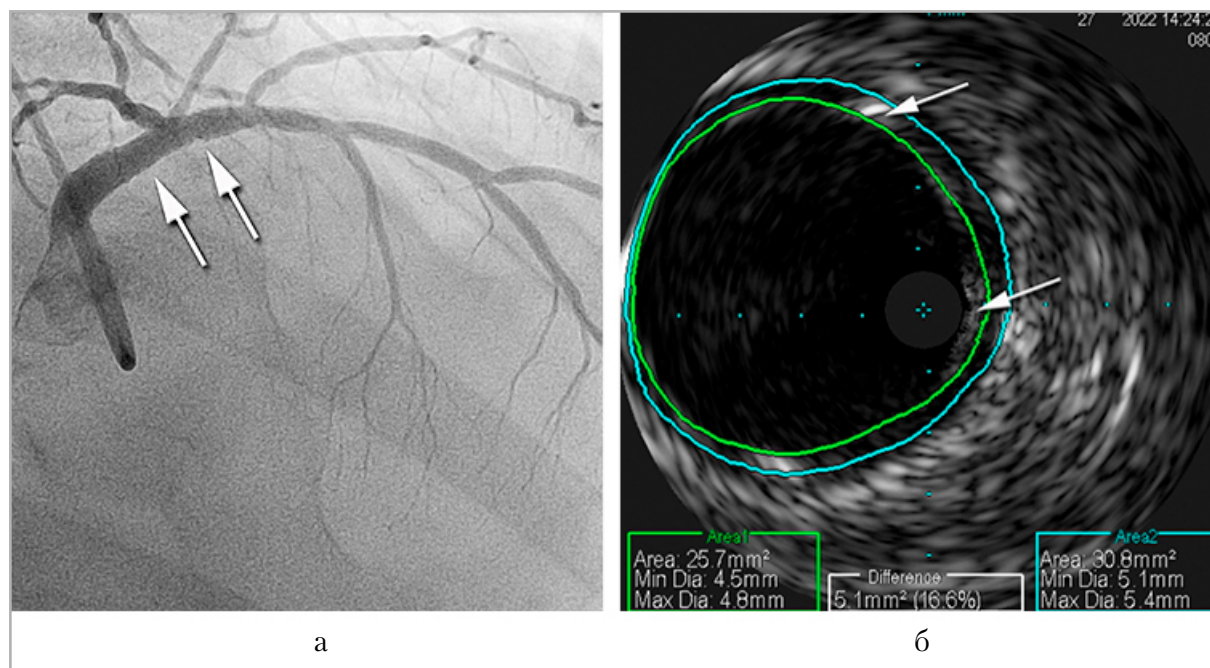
Коронарограмма (а) и ВСУЗИ (б) ствола ЛКА. а — оптимальный ангиографический результат после постдилатации стента (стентированные ствол ЛКА и проксимальный сегмент ПНА указаны *стрелками*); б — достаточное прилегание страт стента (*зеленый контур*) к стенкам ствола ЛКА (*синий контур*), экранирующие ультразвуковой сигнал страты стента отмечены *белыми стрелками*; area — площадь просвета сосуда, Min Dia — минимальный диаметр, Max Dia — максимальный диаметр просвета сосуда
